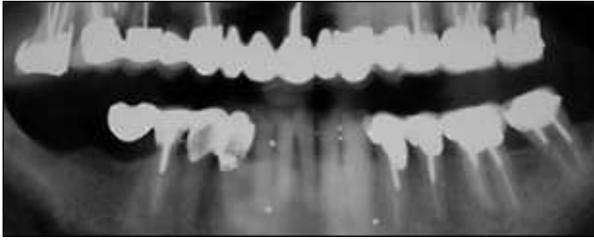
Radiografía panorámica de un cantiléver pónico en el primer molar inferior derecho complementando las restauraciones fijas de otros cuadrantes.
